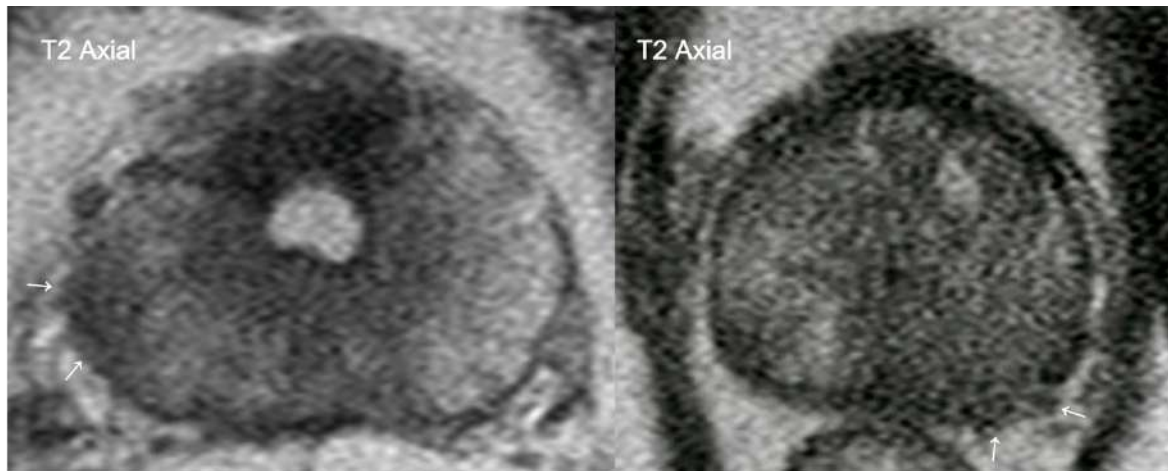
Exemples d'estadi T3a per RM. Imatges axials ponderades en T2 de dos pacients diferents que mostren disrupció de la pseudocàpsula per extensió extraprostàtica (EEP) del tumor classificable com T3 (sagetes).
